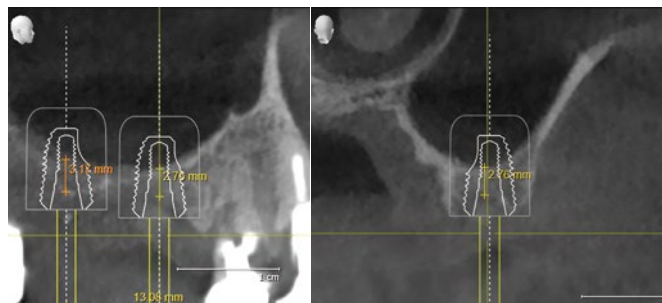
CTデータを用いた術前の埋入シミュレーションでは、5| 部の垂直的残存骨量は2.76mmであり、Densah® burを用いたグラフトレスサイナスリフトを計画した。
